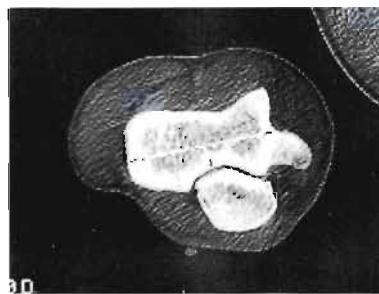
The finding of computed tomogram: The olecranon shifted to the ulnar side against the olecranon fossa of the humerus.
